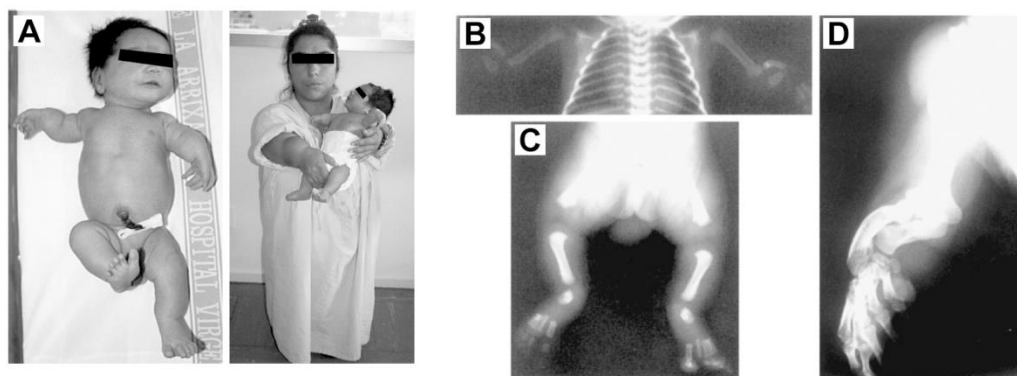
Características clínicas y radiológicas de pacientes con DML. (A) Fotografía del paciente y su madre, ambos con DML. (B) Radiografía de las extremidades superiores del paciente, se puede apreciar el acortamiento del húmero, el acortamiento y curvatura del radio y la hipoplasia del cúbito. (C) Radiografía de las extremidades inferiores del paciente, observamos el acortamiento del fémur y la tibia y la hipoplasia del peroné. (D) Radiografía de la extremidad superior de la madre con DML, muestra un acortamiento severo de húmero, cúbito y radio. Imágenes obtenidas de Shears et al. 2002.
